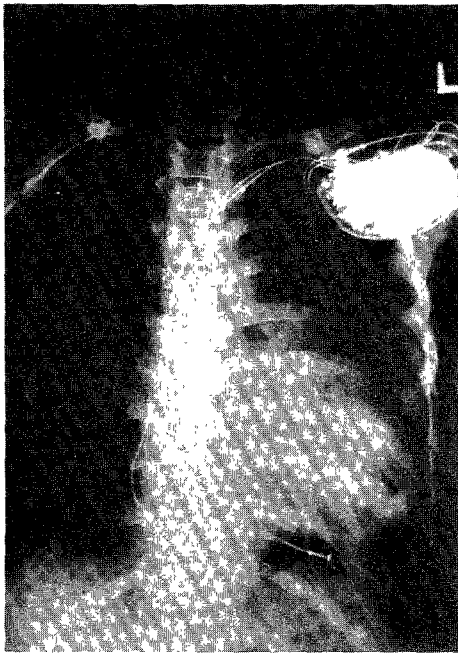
VDD형 pacemaker 이식후 흉부 단순 X선 소견.
